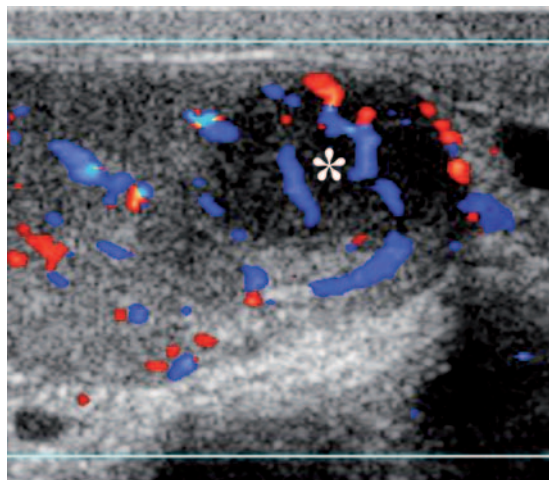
Surgically proved seminoma (*) in a 31-year old patient presenting at ultrasound as a hypoechoic hypervascular lesion.
